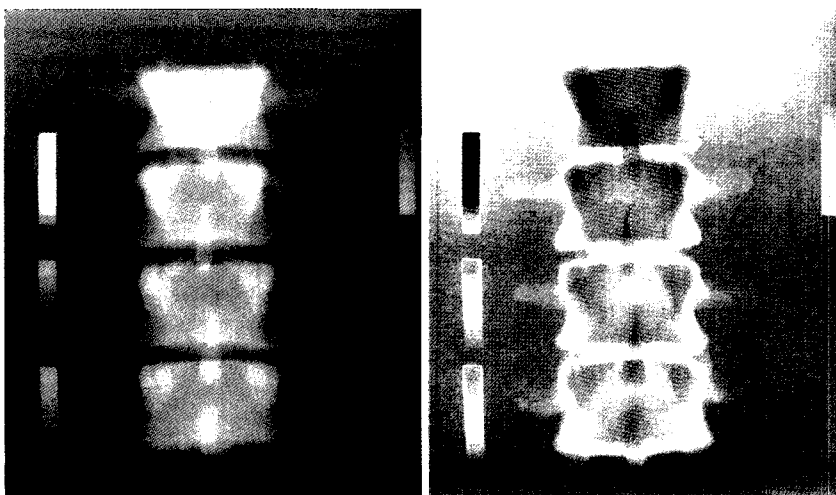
X-ray image (Lt.) and color enhanced image (Rt.) of lumbar and Cu step wedges are shown.
